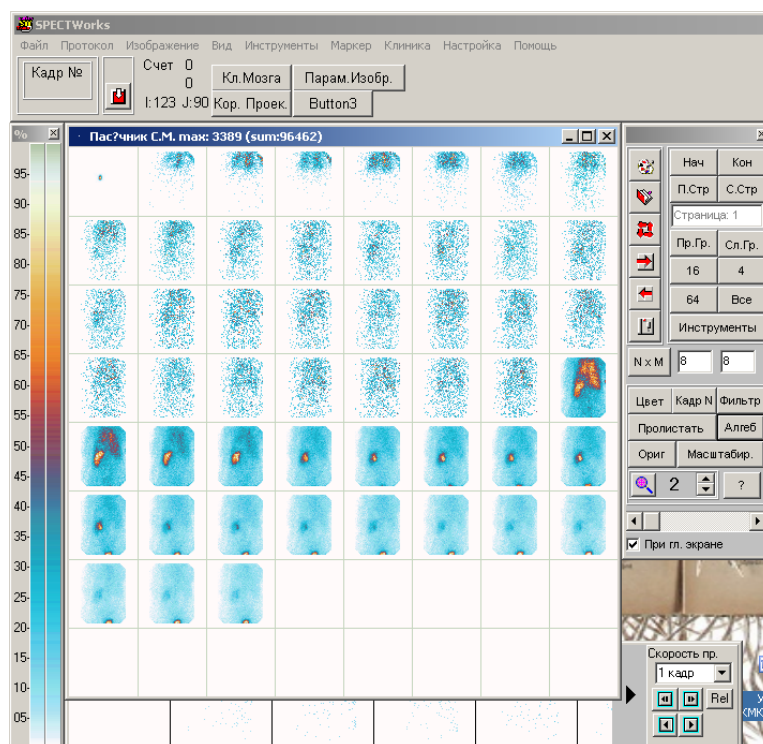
всі кадри ангіографії і динамічної реносцинтиграфії.
